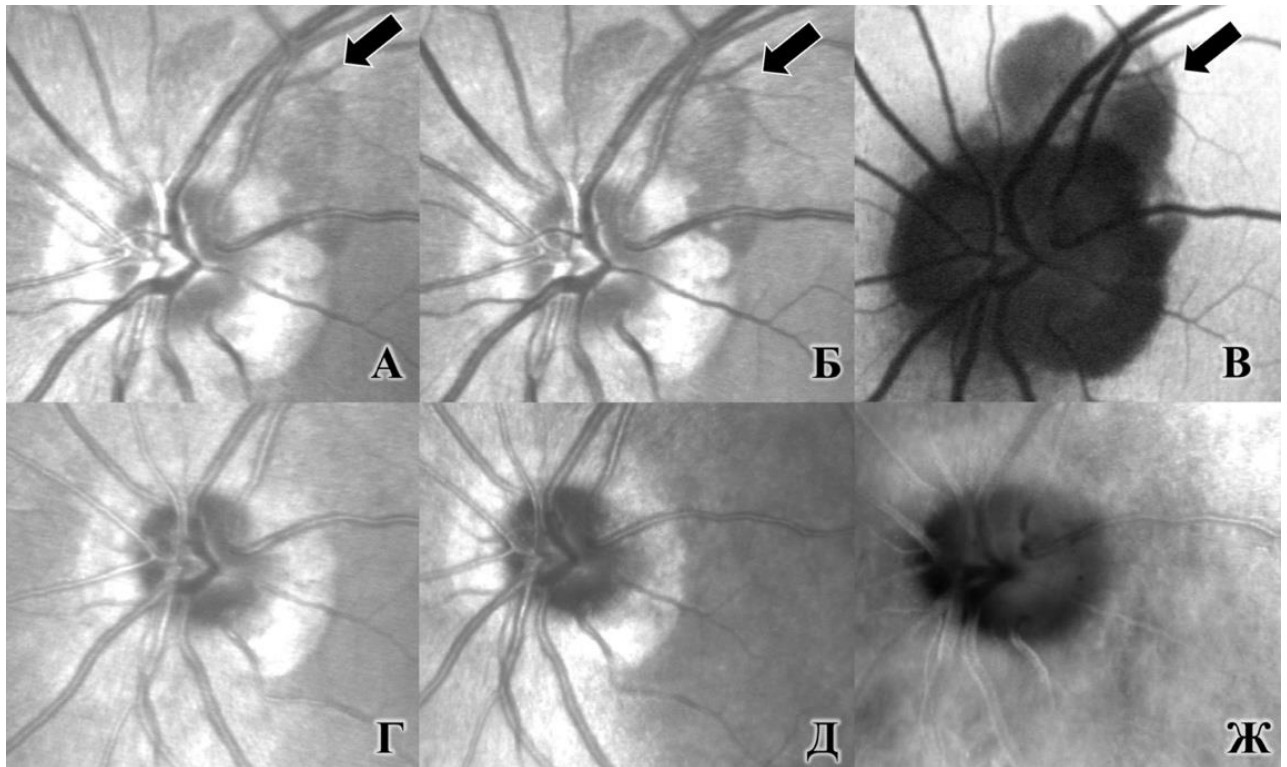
Пациент С., 33 г., ИБ Г74072\14 OS контузия глазного яблока, контузионная ретинопатия, субретиальное кровоизлияние. Visus OS = 0,5 н\к.
